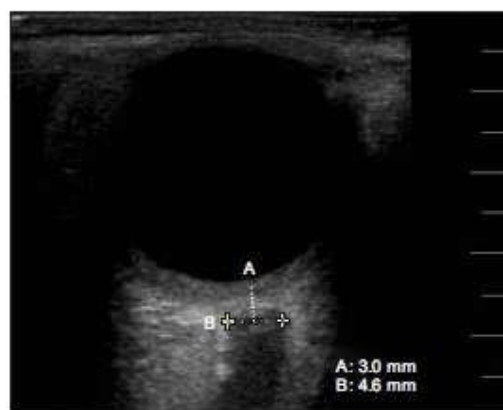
Optic nerve sheath diameter is measured by ultrasonography. The linear probe is placed lightly over the closed upper eyelids. The diameter of the optic nerve sheath (B) is measured as 4.6 mm at a point 3.0 mm (A) behind the globe.
